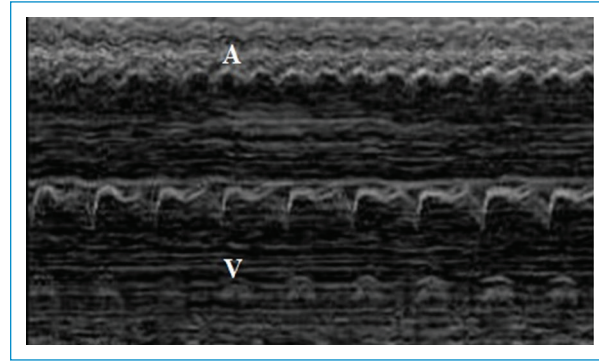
Imagen de ecocardiografía fetal (modo M) en la que se visualiza la contracción auricular y ventricular sugestiva de *flutter* auricular (ratio auricular-ventricular >1:1). V: ventrículo; A: aurícula.
